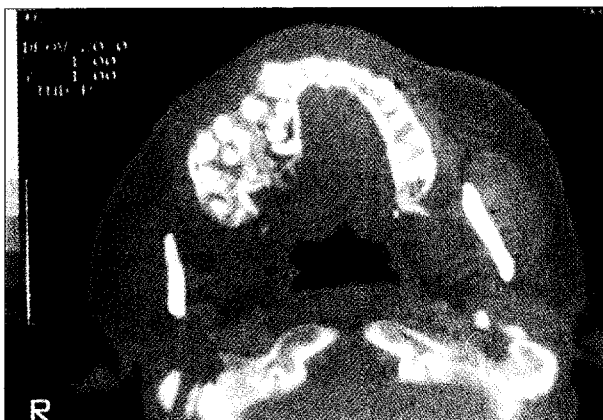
중복 발생된 상악돌기의 분엽 소견을 보이는 컴퓨터 단층 사진
